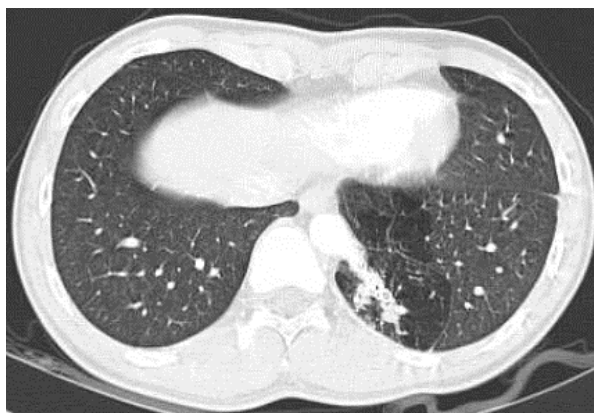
Chest CT scan shows the feeding vessel is well obstructed, but no change of lung volume of involved site after 6 months after embolization.
